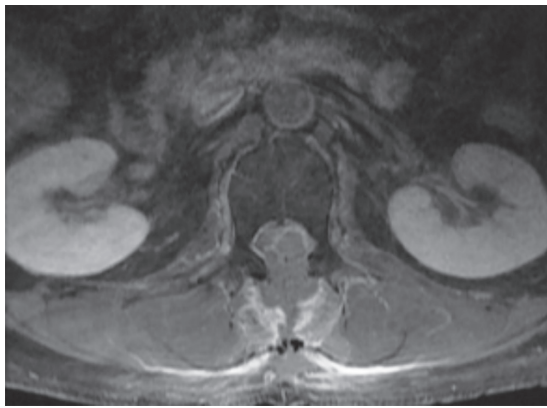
Resonancia magnética postoperatoria de columna lumbar en secuencia ponderada en T2 con gadolinio, en corte axial. Se observa resección completa de la lesión y lecho quirúrgico a nivel de L1 en conducto lumbar.
